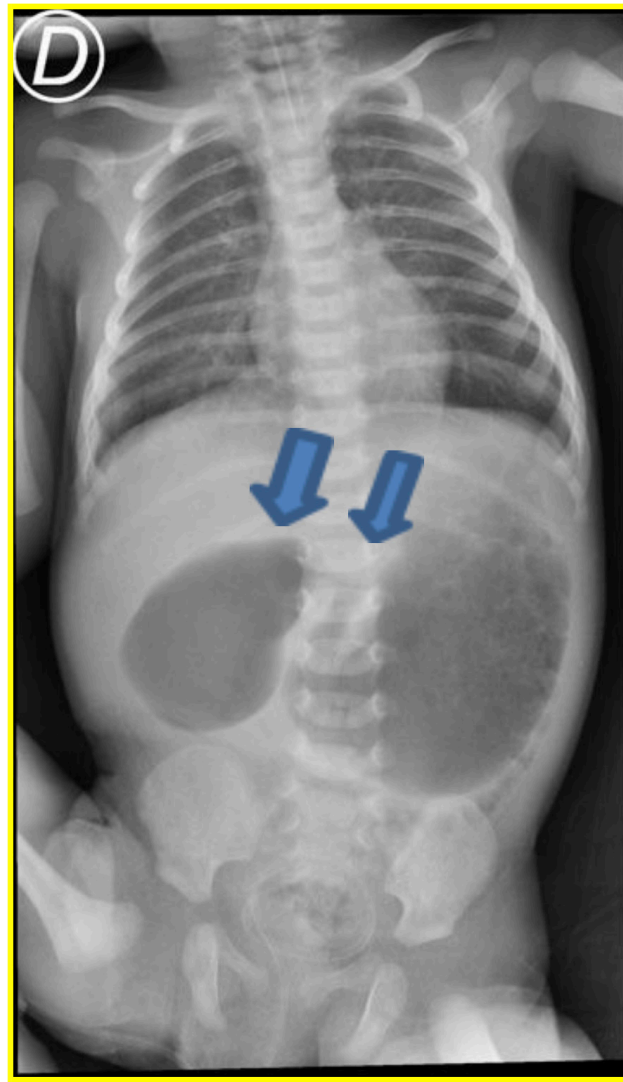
Radiografía toraco-abdominal simple, proyección anteroposterior.
